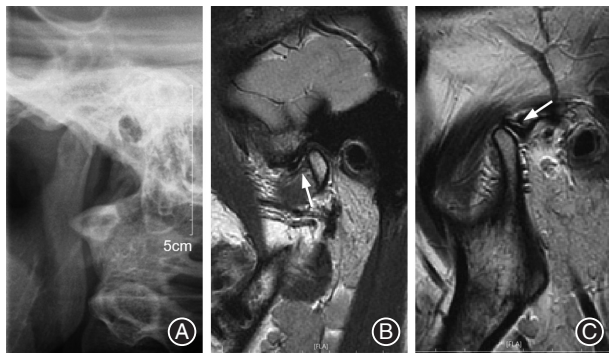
左侧急性颞下颌关节盘不可复性前移位(ADDWoR)患者经手法复位联合 Twin-Block 咬合板治疗后恢复为可复性前移位(ADDWR) A:治疗前张口位片示左侧髁突运动受限;B:左侧颞下颌关节治疗6个月后闭口位磁共振成像(MRI),箭头所示关节盘前移位;C:左侧颞下颌关节治疗6个月后张口位MRI,箭头所示张口位时关节盘位于正常位置。
